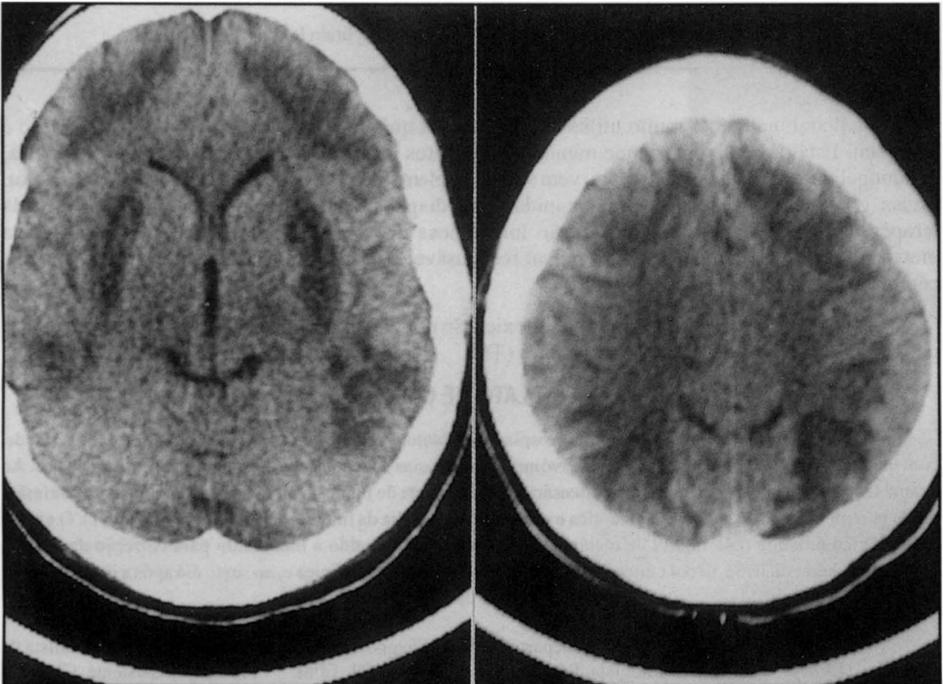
Paciente, no sexto dia de internação. À esquerda, TC axial sem contraste, no nível dos núcleos da base, com hipodensidades simétricas putaminais e da substância branca subcortical. À direita, TC axial sem contraste, no nível supraventricular, com hipodensidades simétricas da substância branca subcortical.
